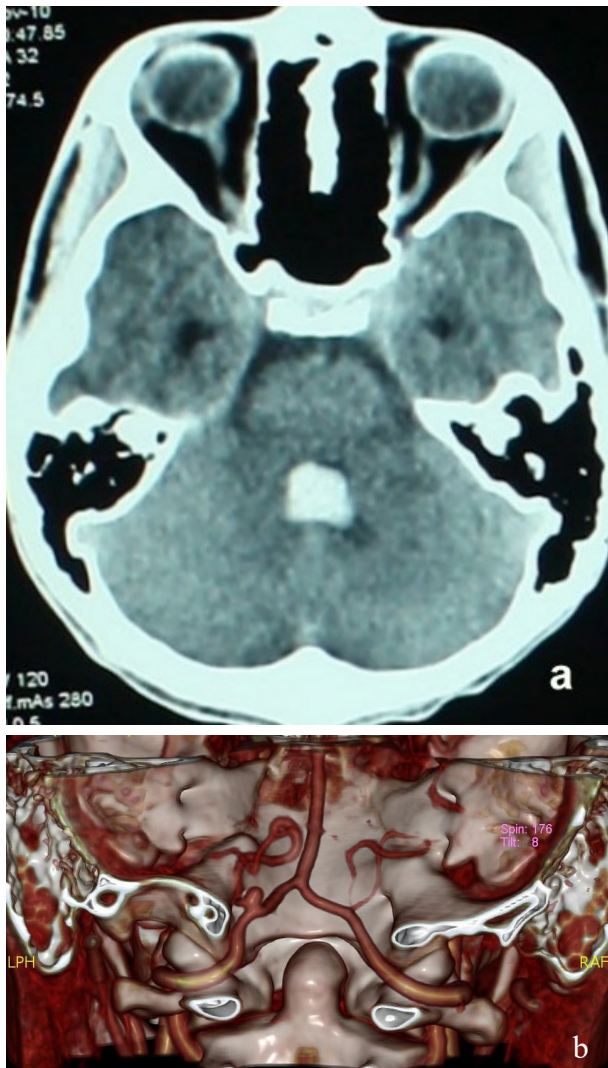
Diagnostic CT scan and CT angiography with an isolated hemorrhage in the IV ventricle (a) and a saccular aneurysm which was upward and medially oriented and had dimensions of 4x3 mm originated from the proximal part of the left PICA (b).
